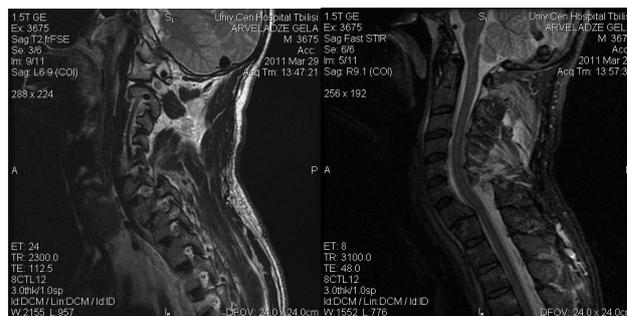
MRT, сагиттальные срезы. Определяется перелом-вывих тела C7 позвонка, компрессионный перелом тела Th1 позвонка, повреждение межостистых связок на уровне C6/C7
